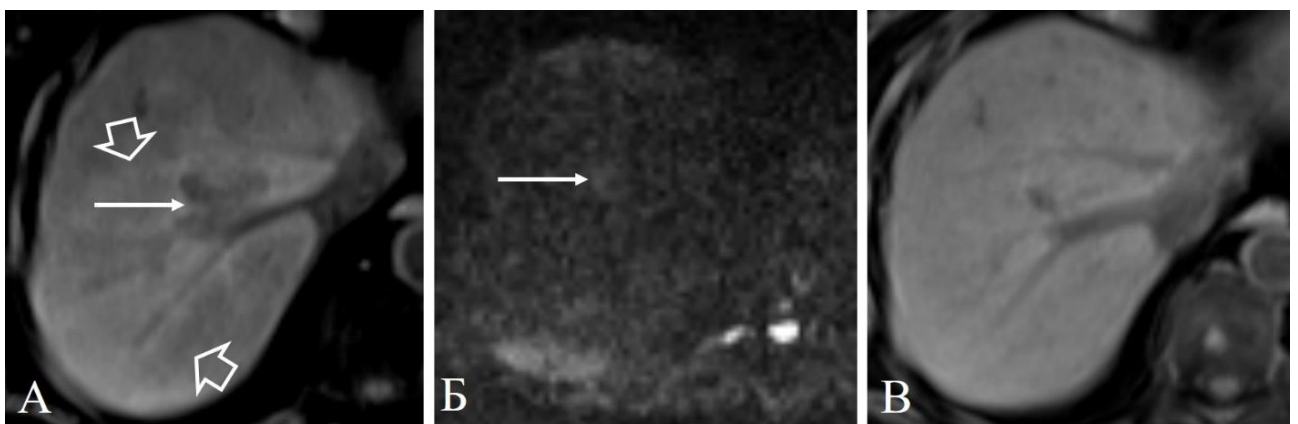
Та же пациентка. МРТ в венозную фазу через 16 нед. после ТЛЛНМ (А) демонстрирует зону неоднородного контрастирования (объемные стрелки), в центре которой – уменьшившийся гиповаскулярный очаг. ДВИ (Б)
